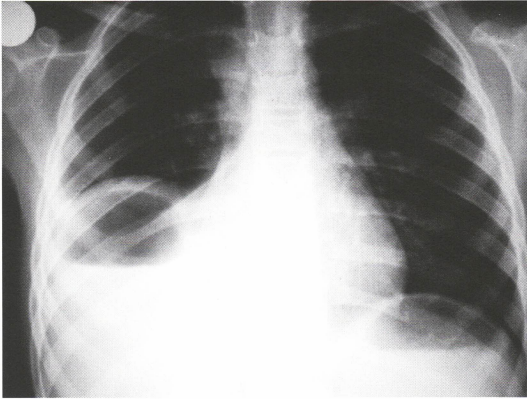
Radiografía de tórax proyección anteroposterior mostrando masa quística en base derecha.
